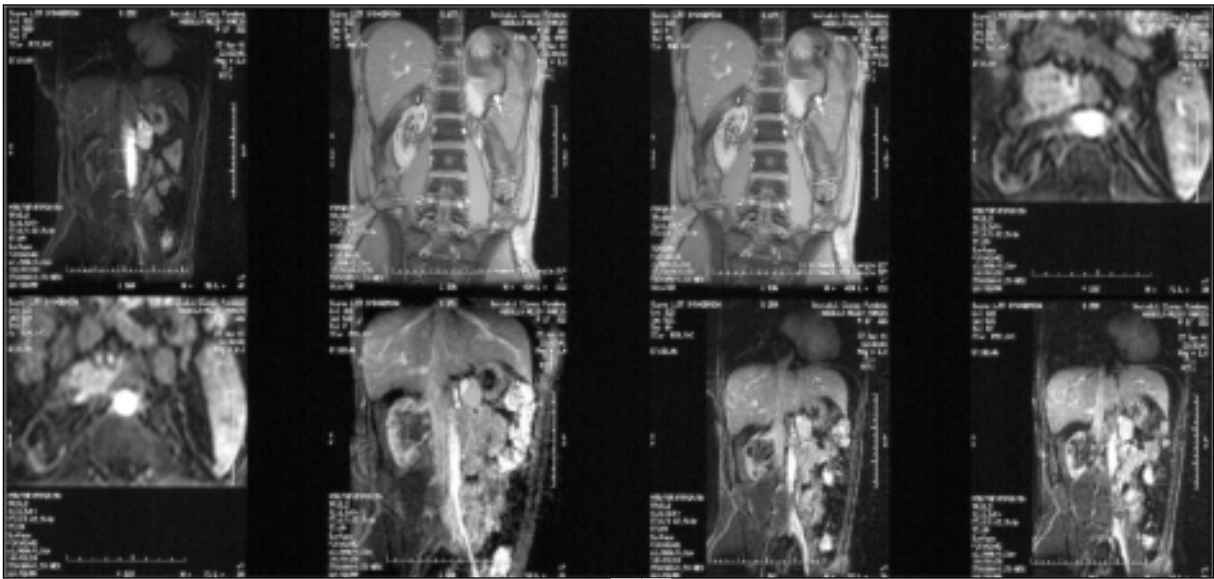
Aspect RMN de rinichi scleroatropic
